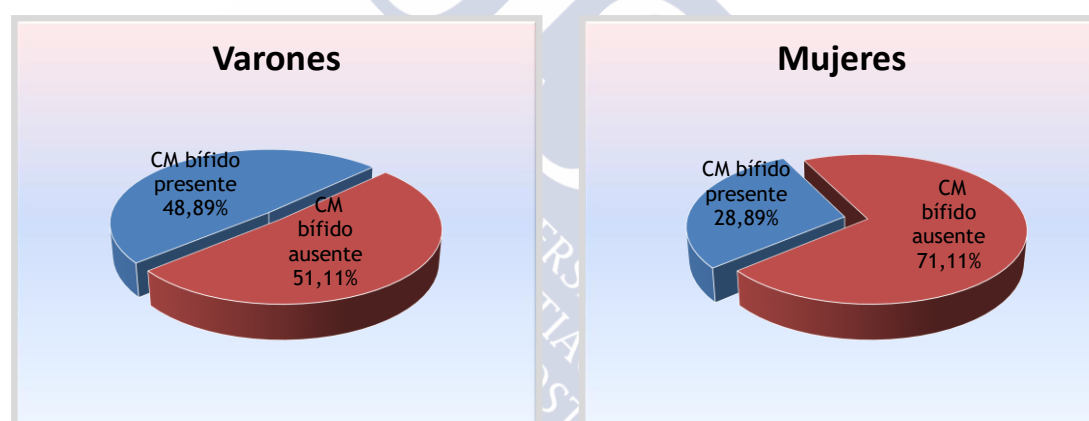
Prevalencia de canales mandibulares (CMs) bifidos según el género, en tomografía computarizada de haz cónico.
